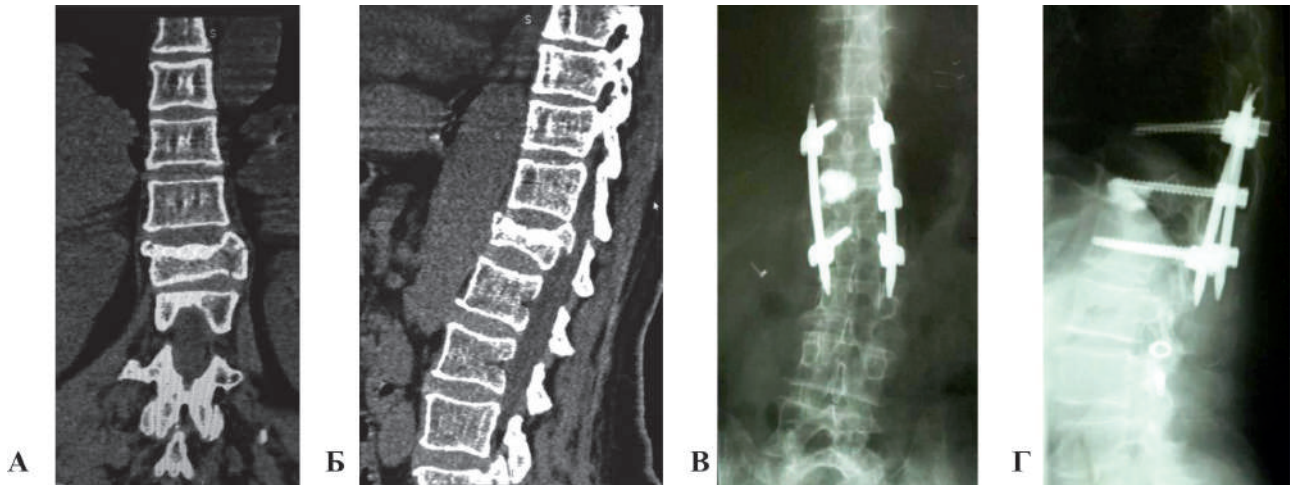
КТ пациентки до операции: А – корональная, Б – сагитальная проекции; рентгенограммы В и Г – после операции
